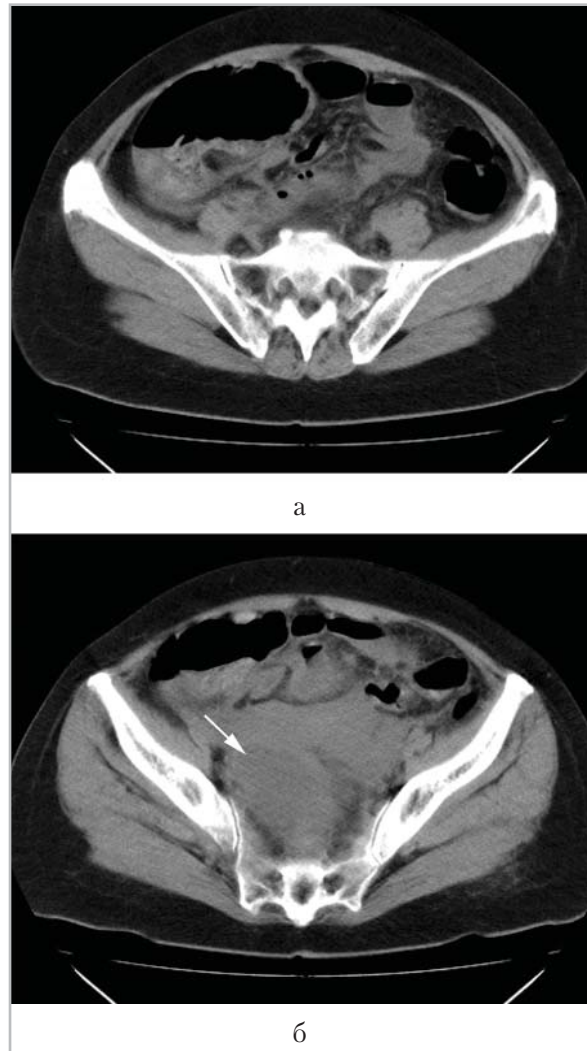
На компьютерных томограммах брюшной полости и малого таза в аксиальной проекции отмечается объемное образование (стрелка) округлой формы, пониженной плотности, расположенное в парасакральной области, выраженное расширение петель кишечника (не маркированы в связи с наличием у больной непереносимости йодсодержащих препаратов, что затрудняет дифференцировку структур в брюшной полости)
